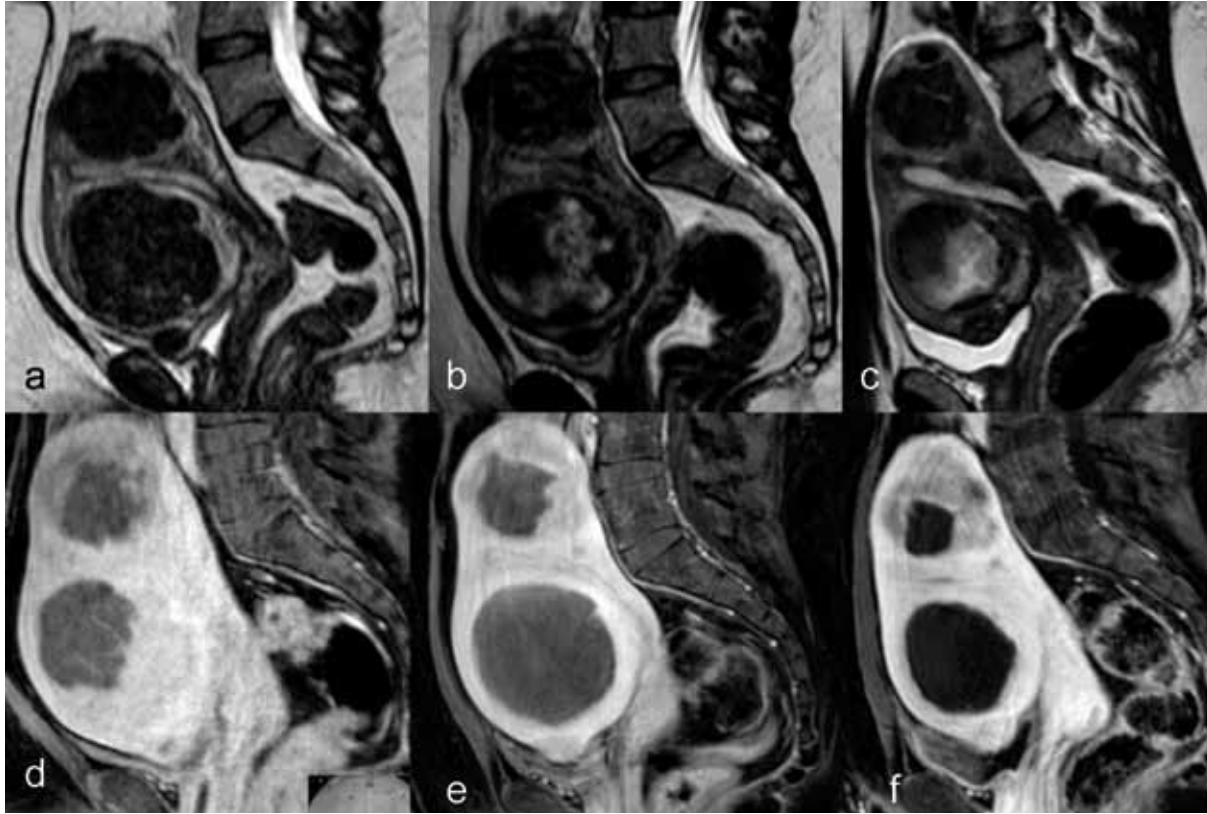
Long term outcome after MRgFUS on T2-weighted (a-c) and contrast-enhanced T1-weighted MRI-images. Non perfused volume ratio after MRgFUS of 34% (d) and 90% one month after the treatment (e). Six months follow up shows significant shrinkage of the uterus (c, f). (Courtesy: UMC Utrecht, The Netherlands)
